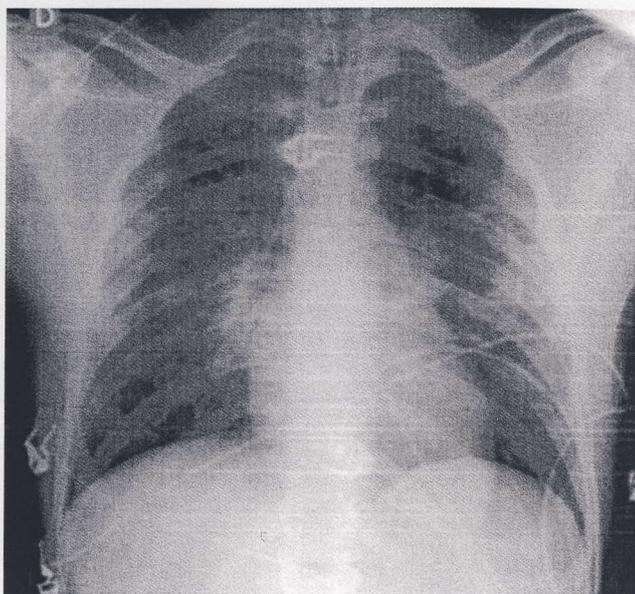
Radiografia do tórax AP efectuada sentado, após resolução do quadro de edema pulmonar agudo e onde se exclui outra patologia pleuro-pulmonar.
